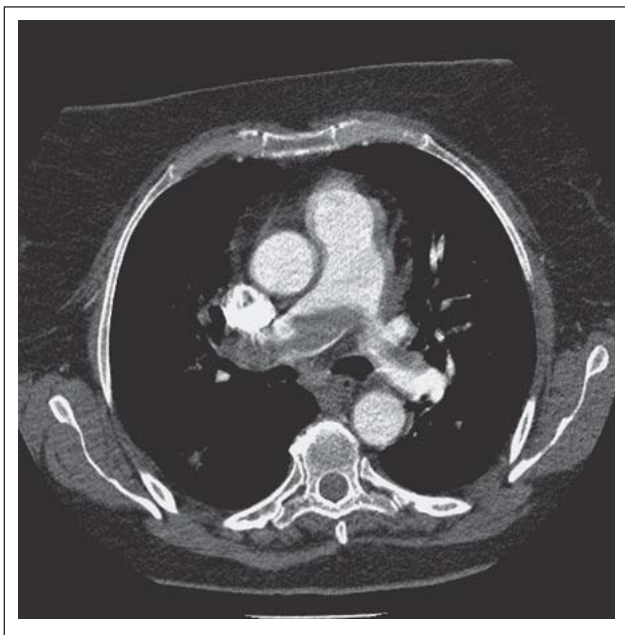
73-jähriger Patient mit bekanntem Prostatakarzinom, St. p. Brachytherapie und Hormonbehandlung, seit 2 Tagen progrediente Dyspnoe, beginnende hämodynamische Instabilität: Ausgeprägte zentrale Pulmonalarterienembolie im Aufnahme-CT des Thorax.
